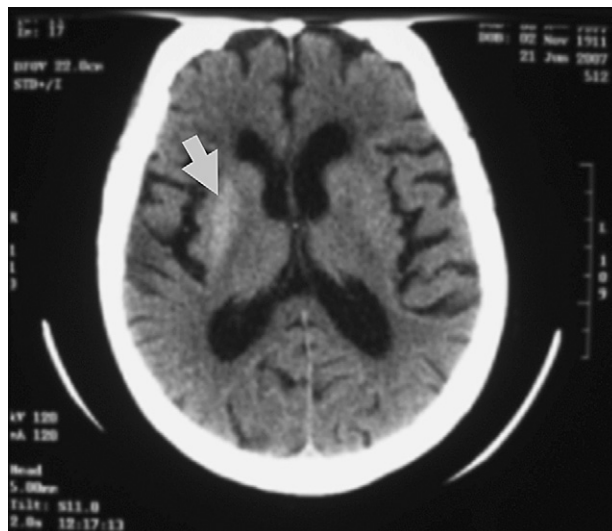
Tomografía computarizada craneal: hiperintensidad de señal en el putamen derecho.
